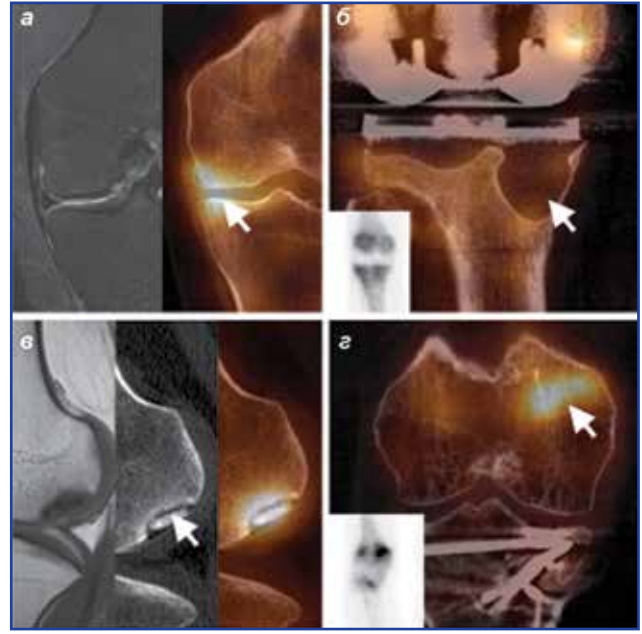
ОФЕКТ/КТ-діагностична візуалізація патологічних процесів колінних суглобів: а) перевантаження медіального виростка; б) артропластичне гранульомне ураження колінного суглоба; в) остеохондрит із фрагментарним розривом виростка; г) комплексний остеосинтез проксимального відділу великогомілкової кістки внаслідок стрес-перелому дистального відділу стегнової кістки
